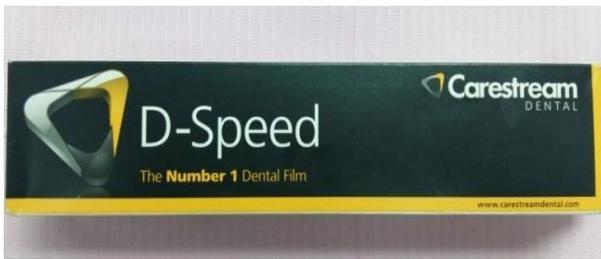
Radiografía periapical. Fuente propia del autor.
